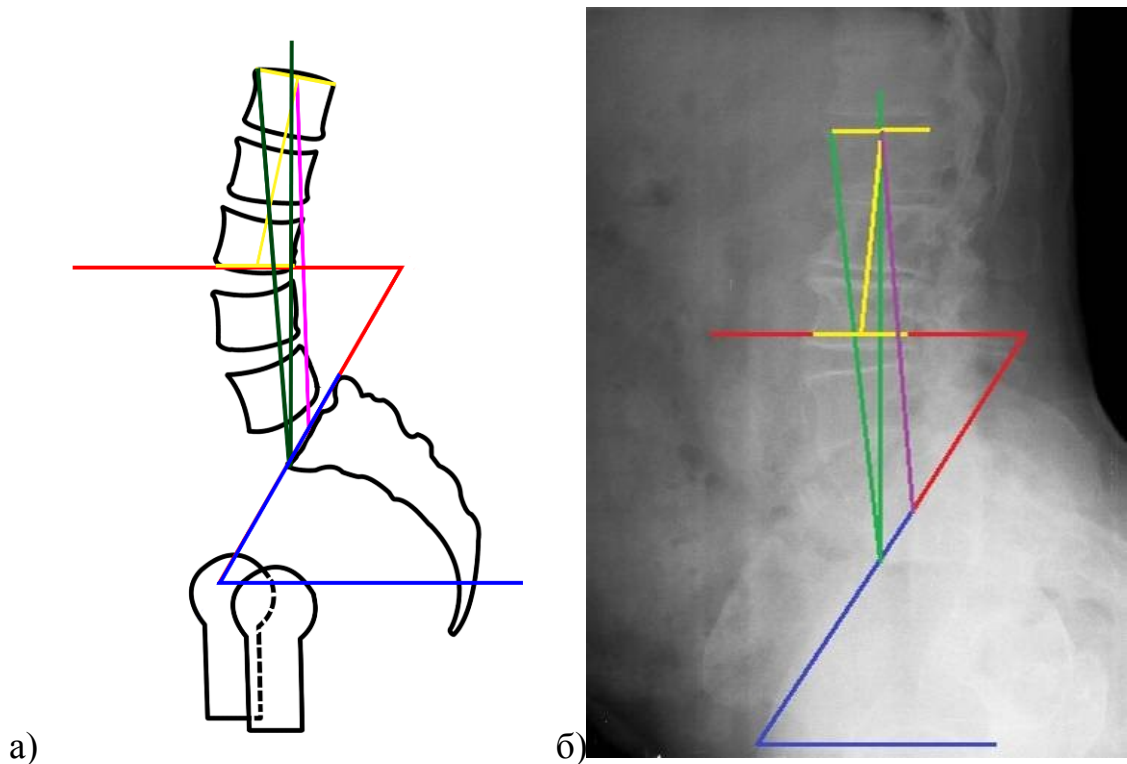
Поясничный лордоз IV типа: а – скиаграмма расчета характеристик; б – боковая рентгенограмма позвоночно-тазового комплекса в положении стоя
